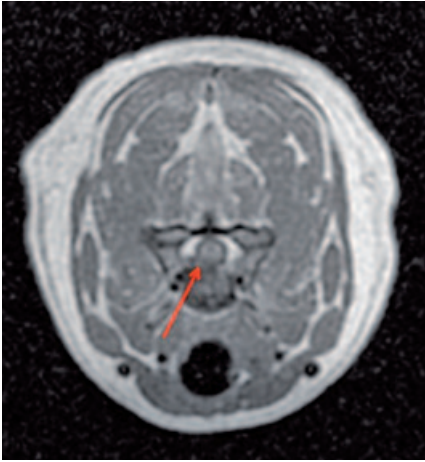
MRT-Bild, T1-Wichtung, transversaler Schnitt, Bandscheibe C4/5. Roter Pfeil: Verdrängung des hypointensen Liquorsignals durch Material aus der Bandscheibenregion, rechtsbetont. Das epidurale Fett wird in dieser Sequenz hyperintens (weiß) dargestellt.
